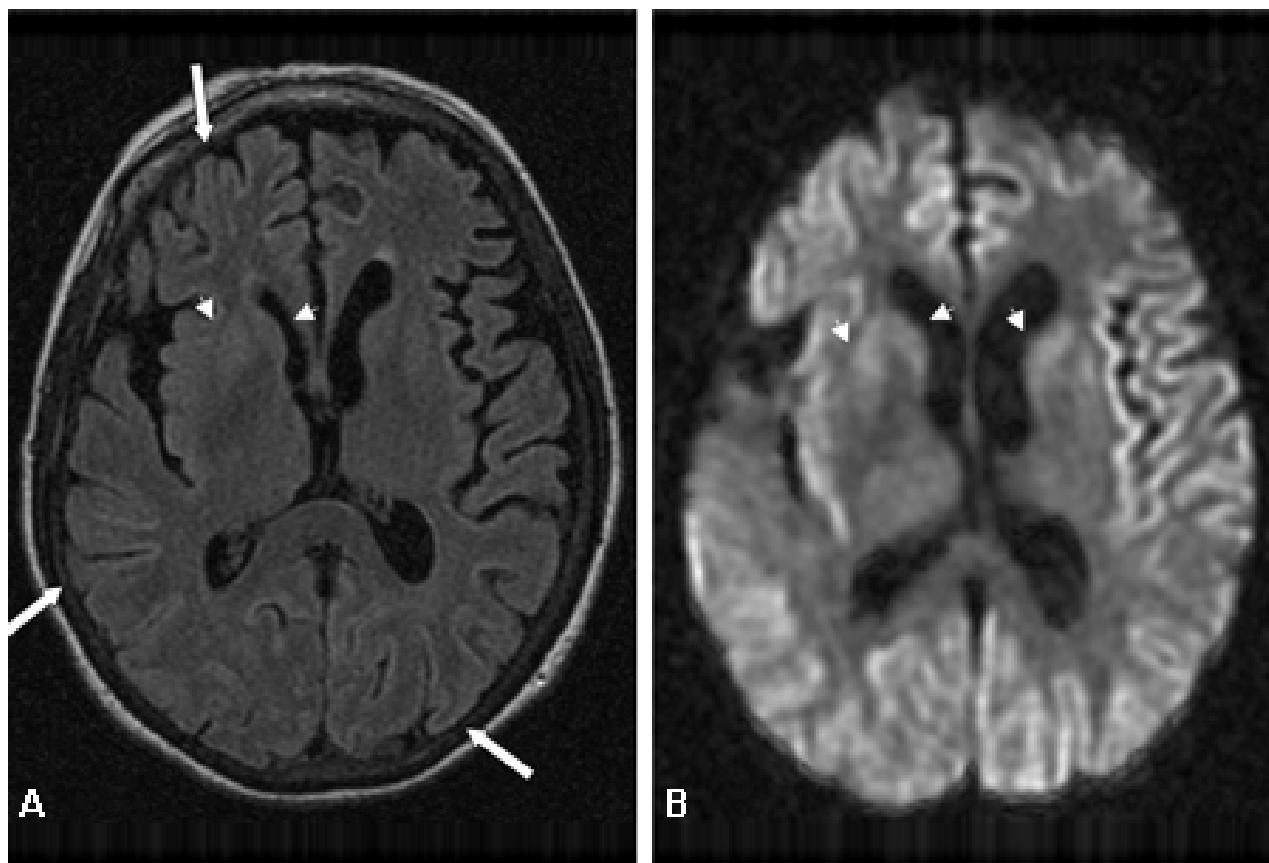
Manto cortical difuso (setas) observado na (A) ressonância nuclear magnética (RNM) com imagem ponderada por difusão (IPD) e menos proeminente na (B) RNM com recuperação da inversão atenuada por fluidos (FLAIR). Ambas as sequências mostram hiperintensidades do giro do córtex cerebral
